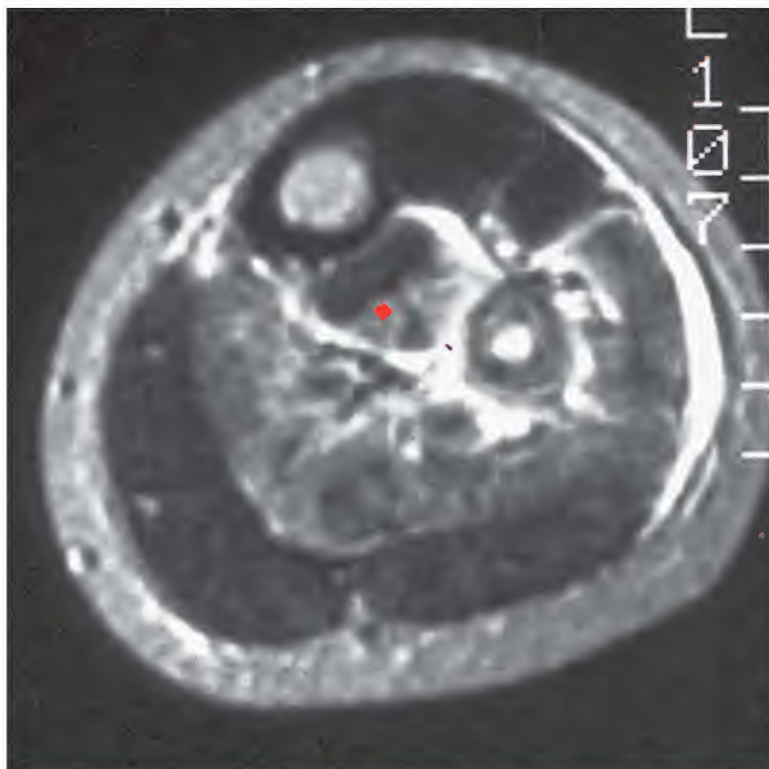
Sarcoma de Ewing, resonancia magnética
